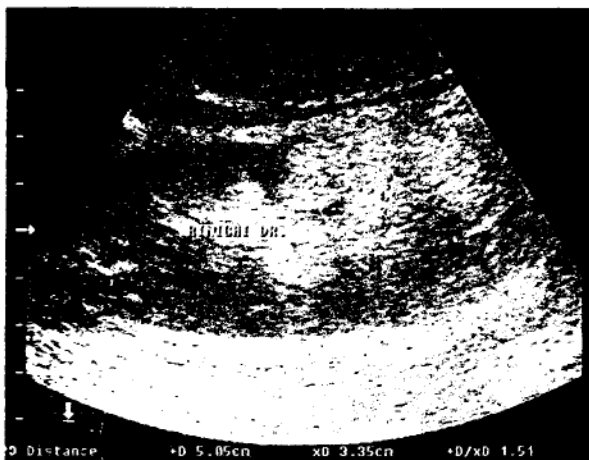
Ecografie renală dreaptă care pune în evidență o masă hiperecogenă (deci solidă) de pol inferior, care deformează conturul renal
